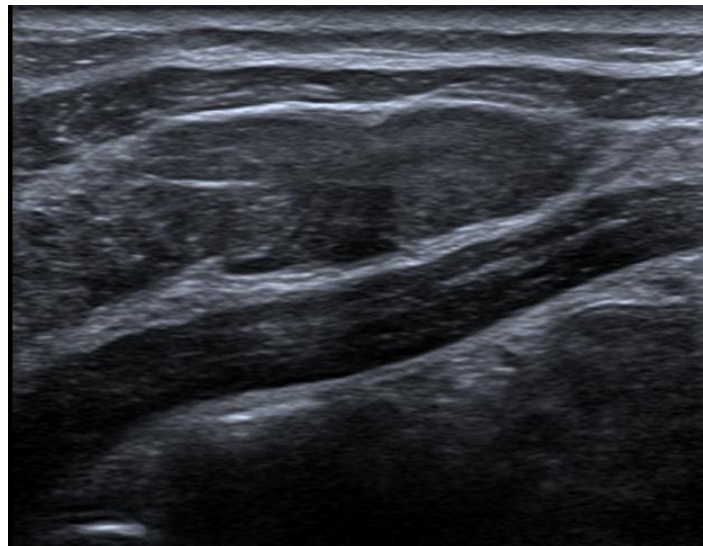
Ecografía de pared abdominal en flexión.
